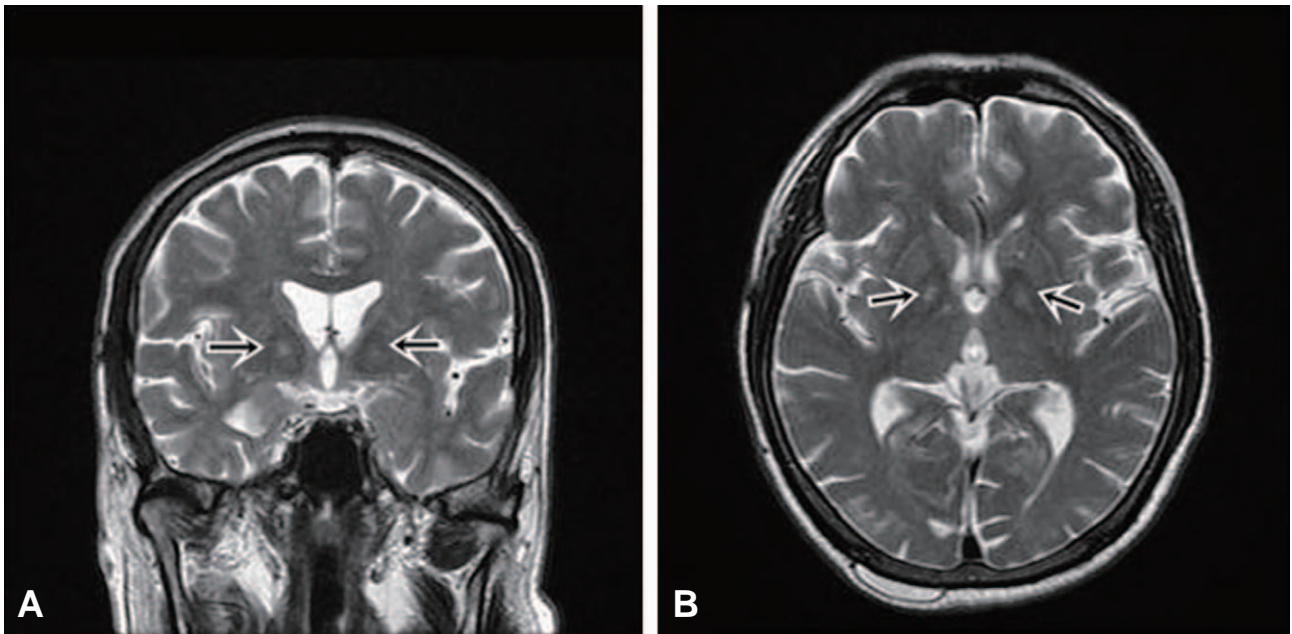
Brain magnetic resonance imaging (T2-weighted image) coronal view (A) and axial view (B) show high signal intensity on both globus pallidus.
